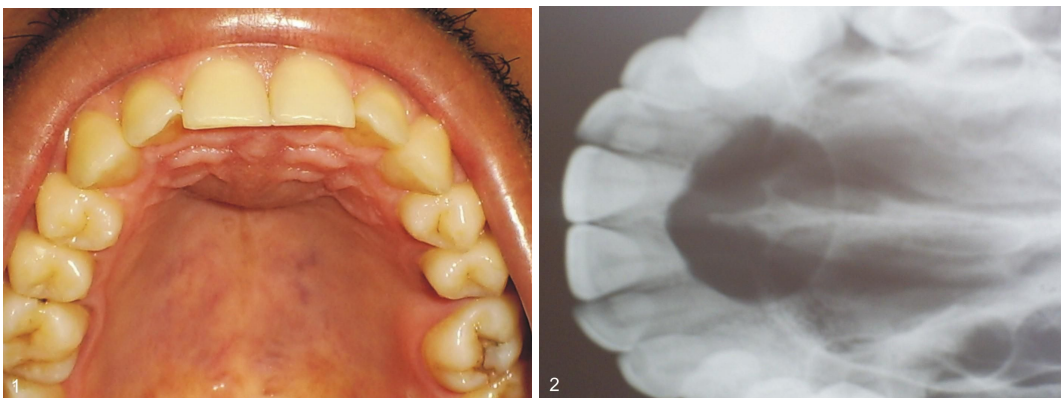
A. Visão intrabucal mostrando o aumento de volume na linha média do palato anterior. B Radiografia oclusal superior, demonstrando imagem radiolúcida circular bem circunscrita na linha mediana do palato anterior.
